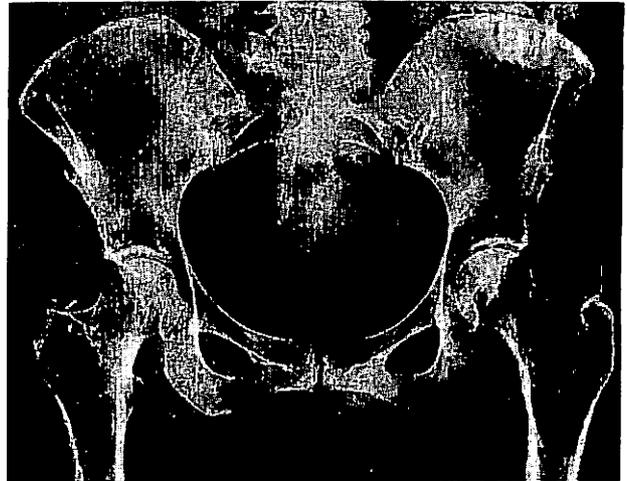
Ostéoporose : radiographie du bassin de face.
